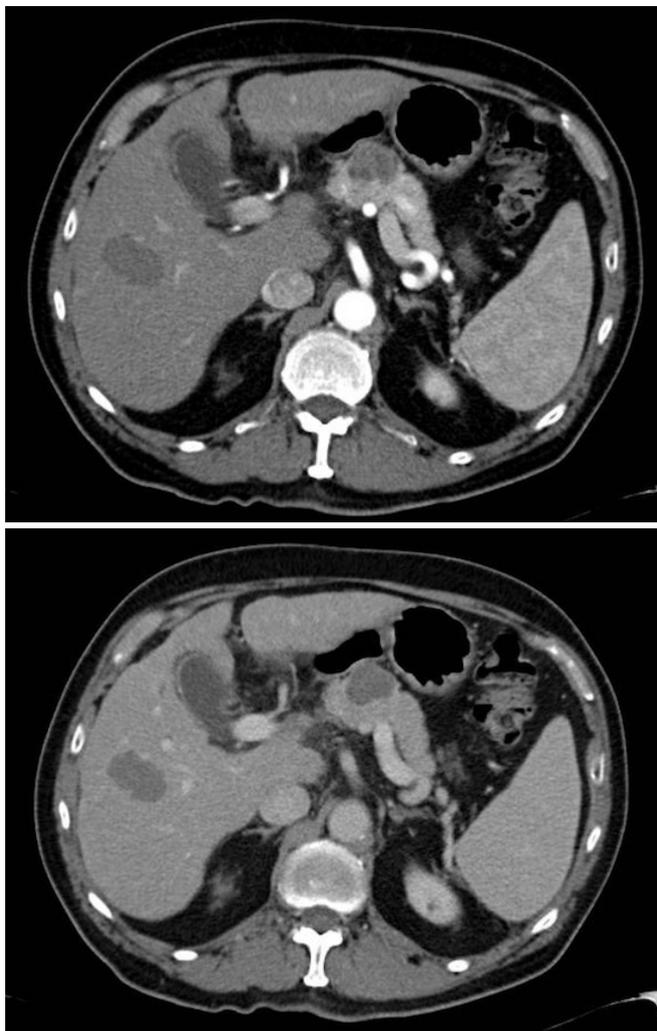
a, b. Tomografía de Abdomen con contraste en fase arterial, en corte axial. b. En fase venosa en corte axial post ablación por Radiofrecuencia (después de 1mes post-tratamiento).
